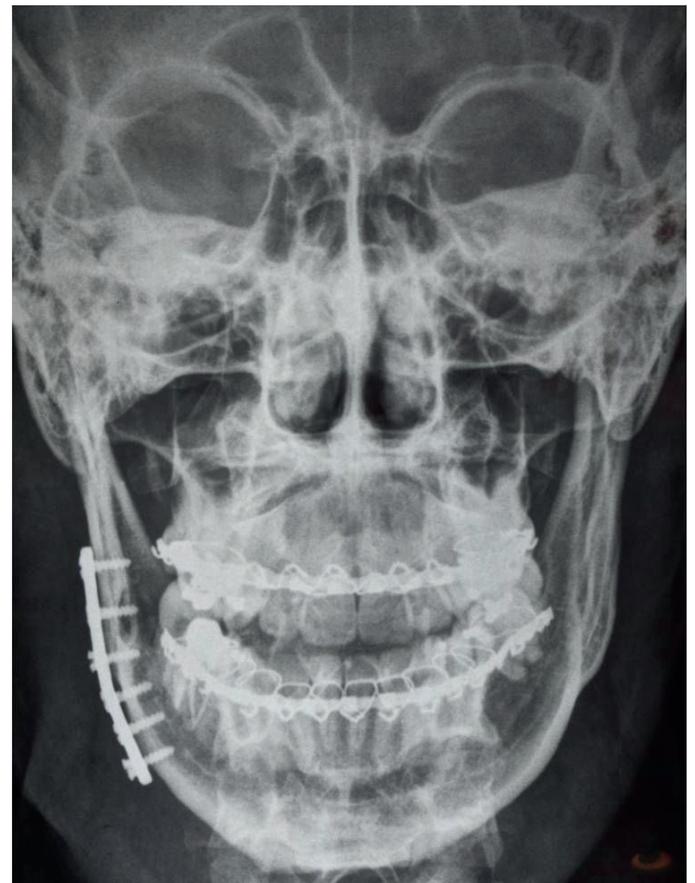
Radiografia Pósterio-Anterior de mandíbula mostrando um adequado contorno mandibular após a fixação da fratura.
